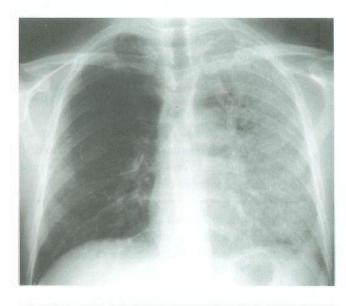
Radiografia do tórax mostrando infecção do lobo superior esquerdo.
